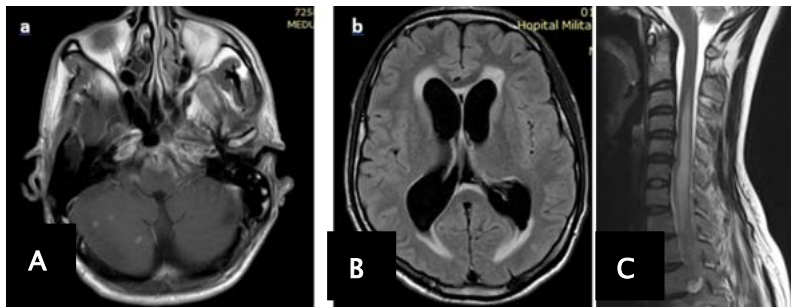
IRM ENCEPHALIQUE EN COUPE AXIALE EN T1 APRES INJECTION DE GADOLINIUM (A) ET EN FLAIR (B) MONTRANT UNE PRISE DE CONTRASTE INTENSE DES MENINGES EN AVANT DU BULBE RACHIDIEN, ASSOCIEE A DES LESIONS PARENCHYMEUSES MICRONODULAIRES ET A UNE HYDROCEPHALIE COMMUNICANTE ACTIVE. IMAGE (C) EST UNE COUPE SAGITTALE T2 MEDULLAIRE QUI MONTRE UNE MYELITE CERVICO DORSALE.
